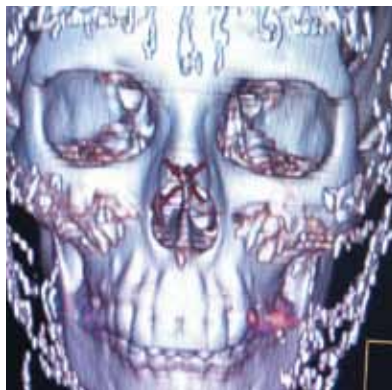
МРТ мягких тканей лица пациентки Б. В проекции выхода *a., v., n. infraorbitalis* визуализируются гиперэхогенные множественные включения
